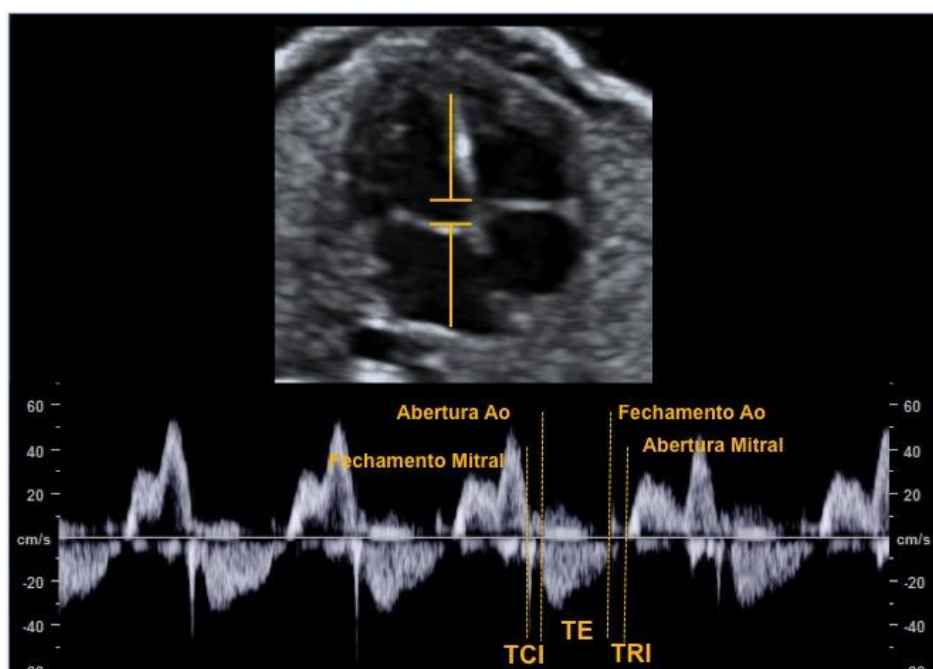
Imagem representativa do Índice de Performance Miocárdico (IPM) medido através dos cliques de abertura no espectro de velocidade do Doppler. $IPM = [(\text{Tempo de contração Isovolumétrica (TCI)} + \text{Tempo de Relaxamento Isovolumétrico (TRI)}) / \text{Tempo de Ejeção (TE)}]$.
